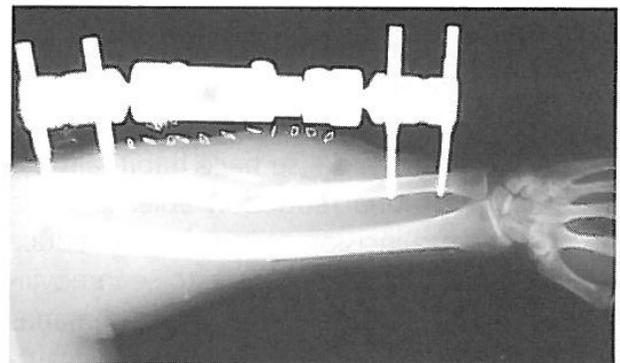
Radiografía: uso de un fijador externo (vista lateral).
